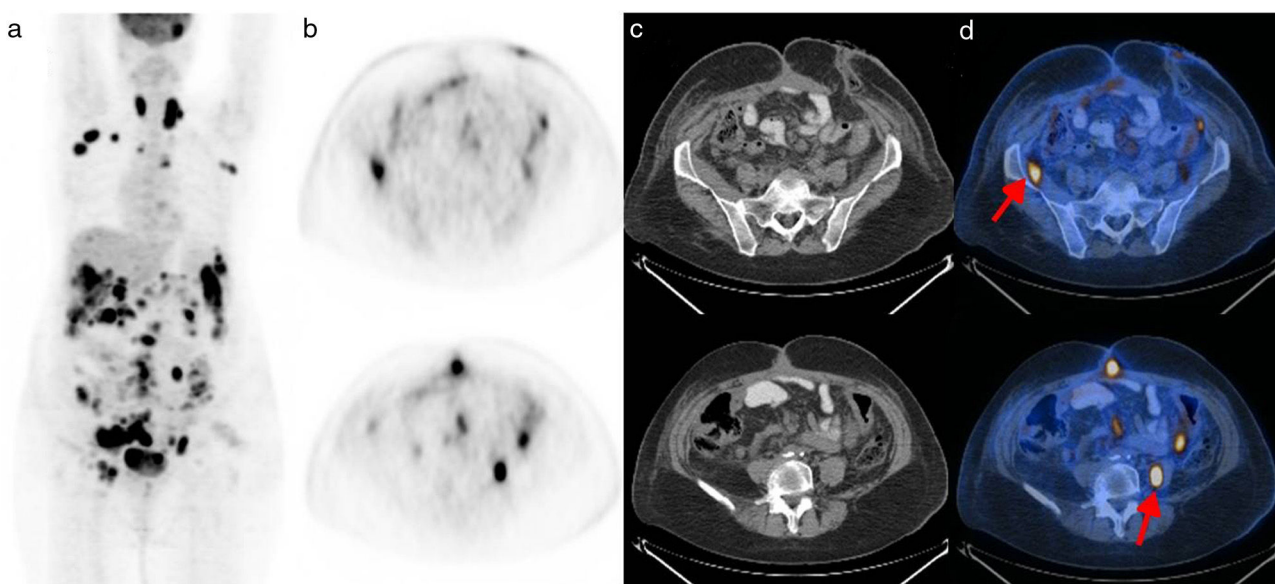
Paciente n.º 25: mujer de 60 años con cáncer de ovario, múltiples implantes peritoneales secundarios y metástasis, que tenía antecedentes de cirugía y quimioterapia, y recientemente había mostrado un aumento del marcador sérico CA-125. Se muestra (a) el estudio de PET con proyección de máxima intensidad 3D, (b) los cortes axiales de PET, (c) los cortes axiales de TC y (d) los cortes de fusión PET/TC. (d) El examen FDG PET/TC evidencia dos MM (flechas rojas), (c) no evidentes en el examen tomográfico convencional.
